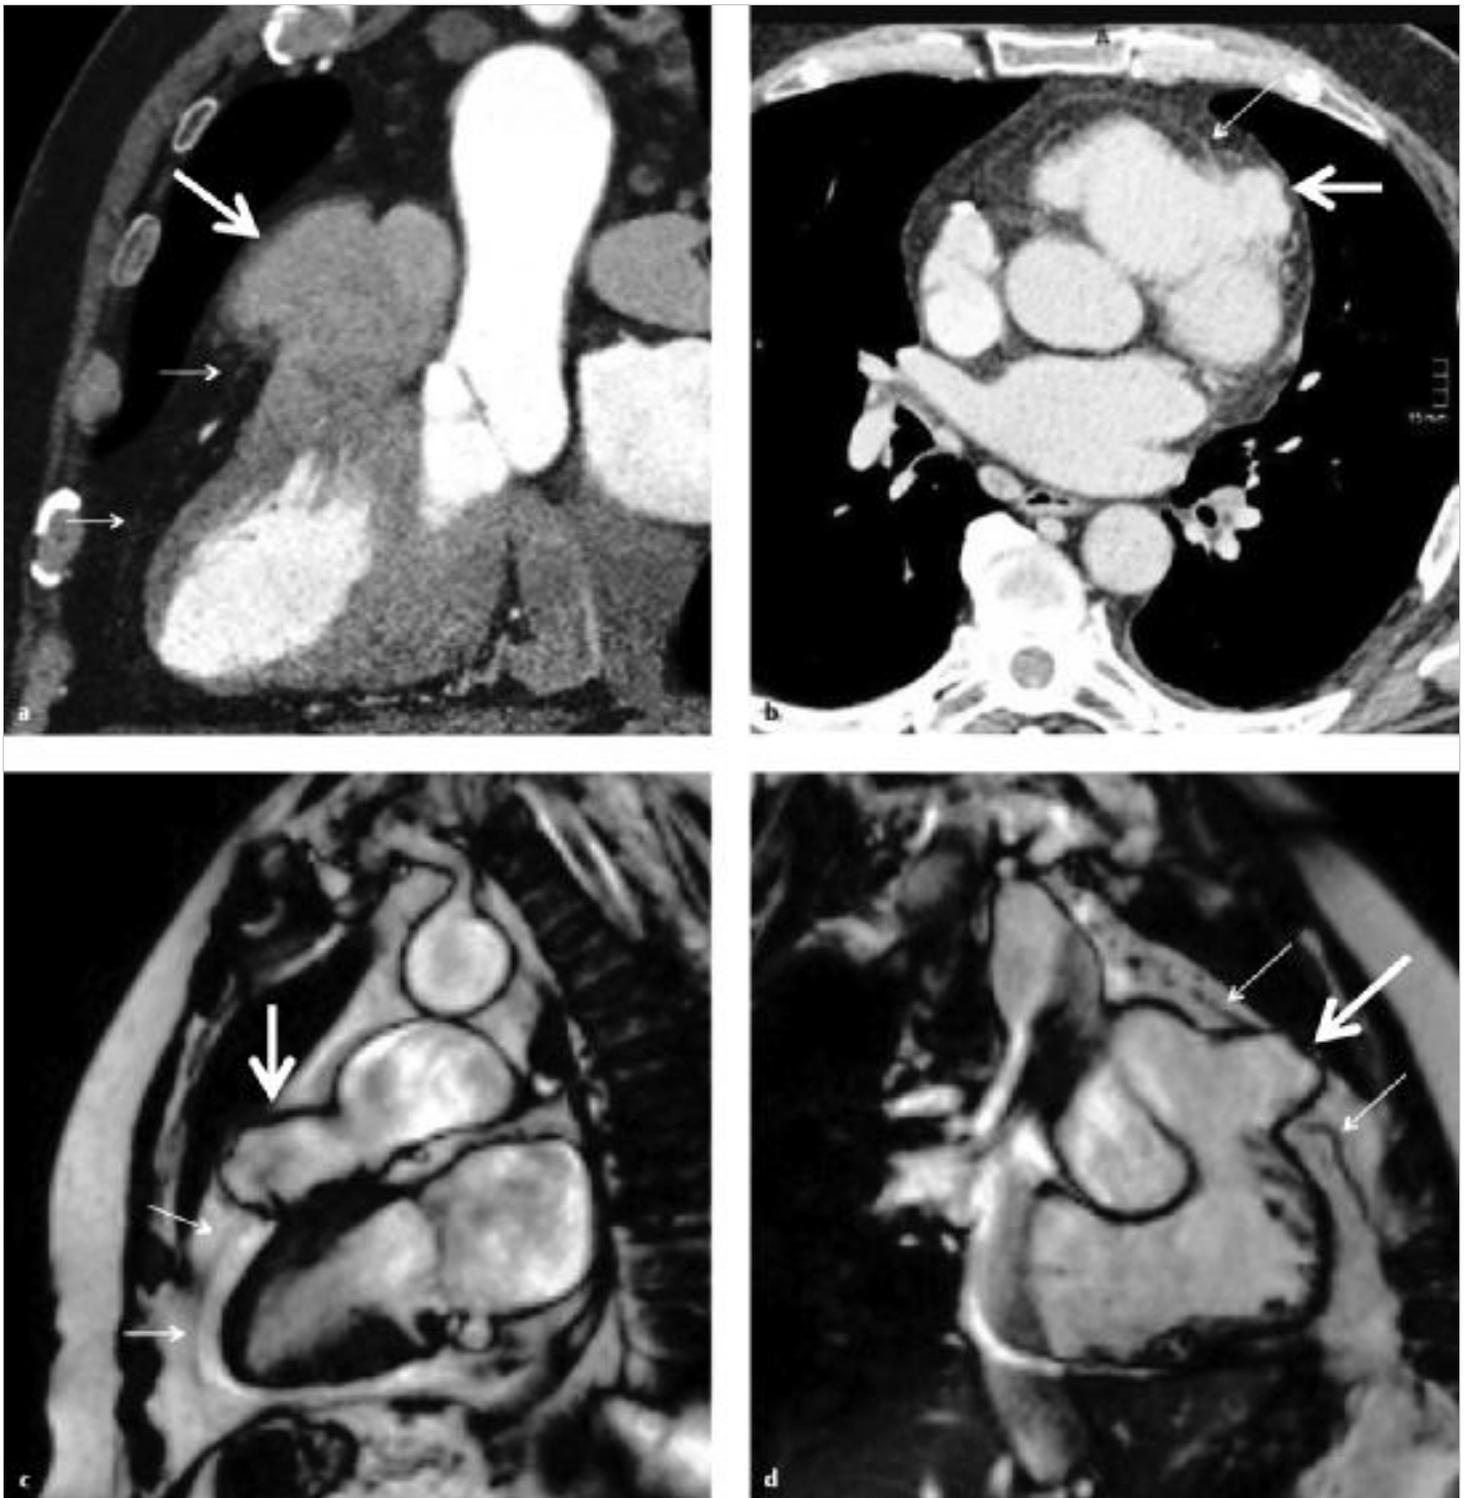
Partielle Perikardaplasie. Hernierung von Anteilen des Truncus pulmonalis (dicke Pfeile) durch den Perikarddefekt (Perikard: dünne Pfeile), die sich sowohl in der CT als auch in der MRT nachweisen lässt.
